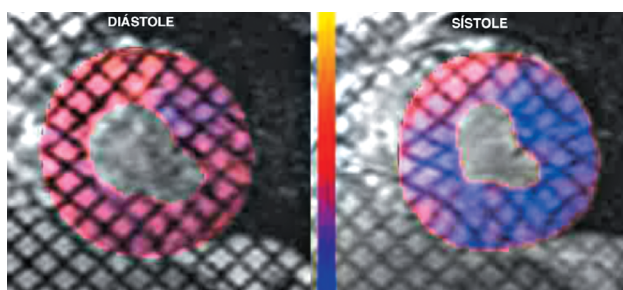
Cine-ressonância com técnica de *tagging* e análise de quantificação do encurtamento circunferencial com mapeamento de cores, usando Findtag<sup>sv</sup>. Observe que as maiores deformações das linhas de *tagging* se associam, na sístole, à cor azul, já as áreas com alteração de contração mantêm a cor rosa.
